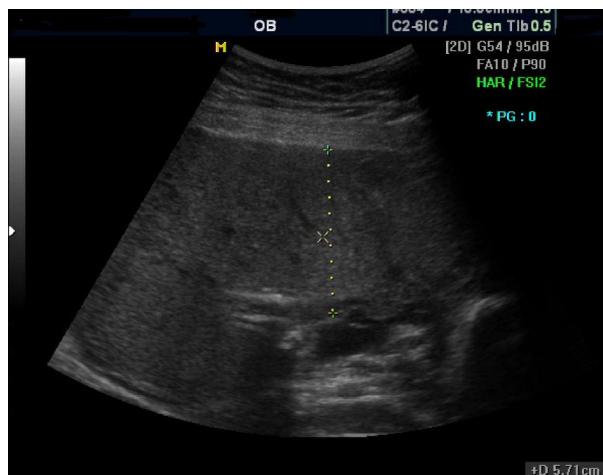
Transabdominal ultrasonography showing placenomegaly (5.77 cm thickness).
